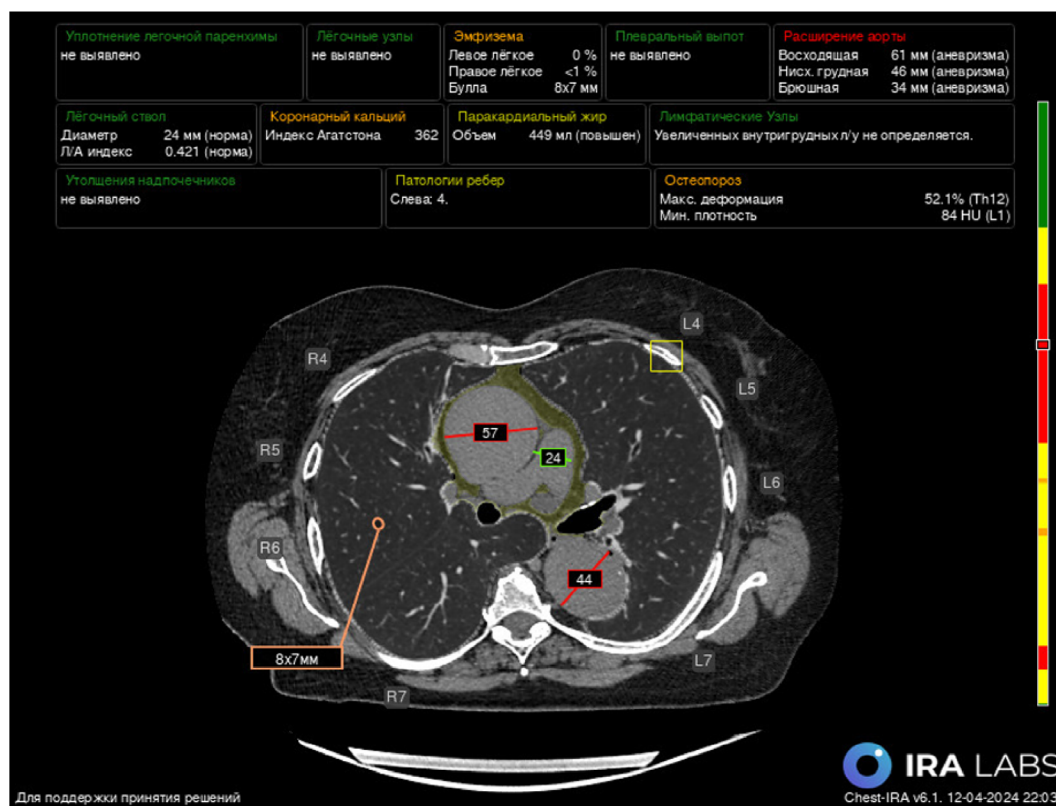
Результаты анализа компьютерной томографии с использованием многозадачной технологии искусственного интеллекта; изображение в аксиальной плоскости с данными о выявленных патологиях: зелёным цветом отмечены значения находок в пределах нормы, жёлтым и оранжевым — клинически незначимые находки, красным — клинически значимые; справа представлен скроллинг, соответствующий КТ-серии, на которой цветами отображаются патологии, выявленные с помощью искусственного интеллекта на срезах.
